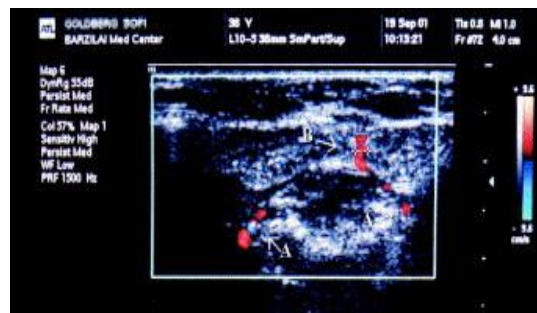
Ecografia da parte anterior do pavimento da boca (Lemaire., 2018)
